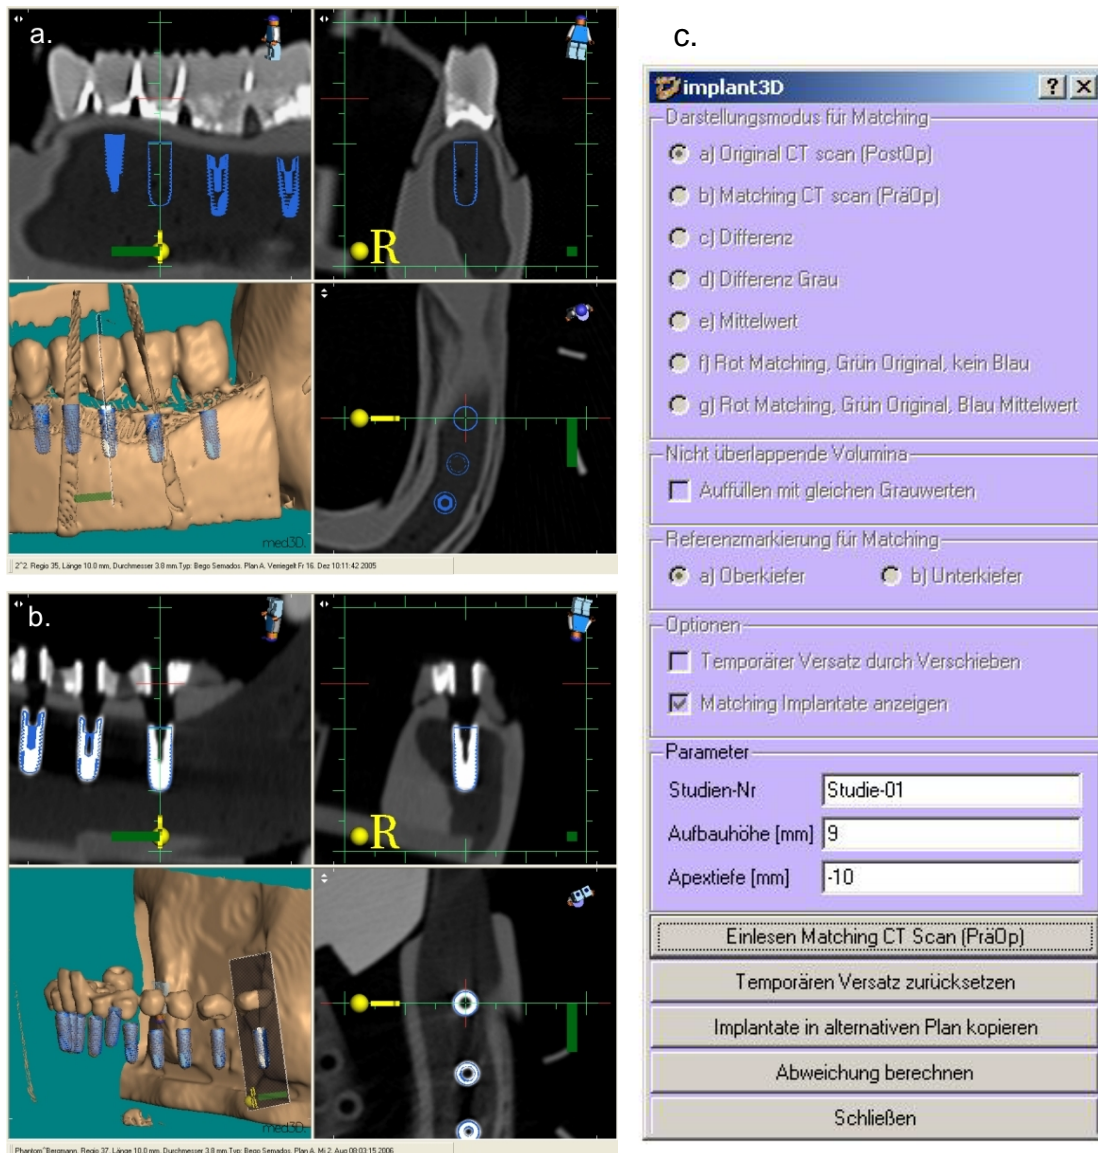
CT-Scans für die Matching-Analyse. (a) prä-operativer Planungsausschnitt (b) Überlagerung der Implantatplanung mit dem realen Implantat in der postoperativen CT-Aufnahme; (c) Matching Fenster.
